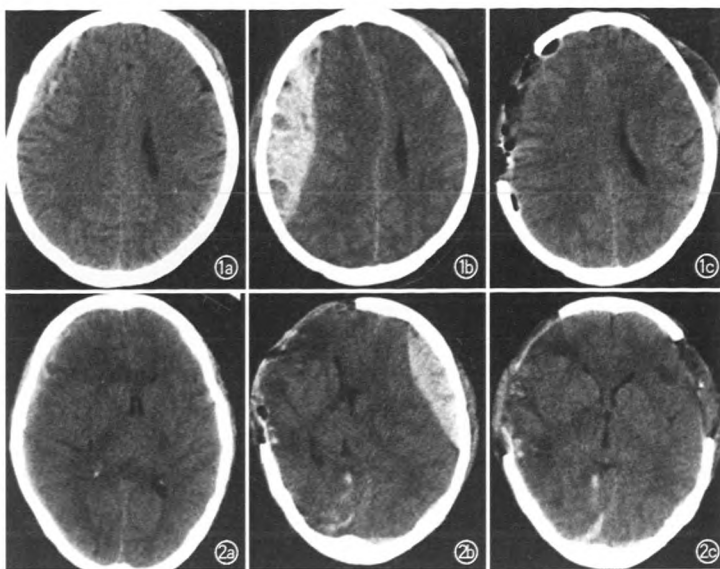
患者男,41 岁,交通伤后 30 min 入院,入院时患者意识模糊,轻度烦躁。a. 受伤后 30 min 头颅 CT 示右额颞部少量硬膜外血肿; b. 入院后 20 min,患者出现呕吐,复查头颅 CT 示血肿量明显增大,中线结构移位,在术前准备过程中昏迷; c. 术后头颅 CT 示血肿完全清除,中线结构居中。出院时患者恢复良好 图 2 患者女,32 岁,交通伤后 30 min 入院,入院时患者浅昏迷,双瞳孔等大、等圆,直径约 3.0 mm,对光反射迟钝。a. 受伤后 30 min 头颅 CT 示右额颞硬膜下血肿、弥漫性脑肿胀,中线左移,急诊行右额颞标准大骨瓣开颅血肿清除并去骨瓣减压术; b. 术后 24 h,患者左侧瞳孔散大,复查头颅 CT 示左侧额颞部硬膜外血肿,中线右移,再次急诊行左侧额颞开颅血肿清除并去骨瓣减压术,术后 24 h 患者瞳孔回缩; c. 二次术后头颅 CT 示血肿完全清除,中线结构居中。出院时患者重残
